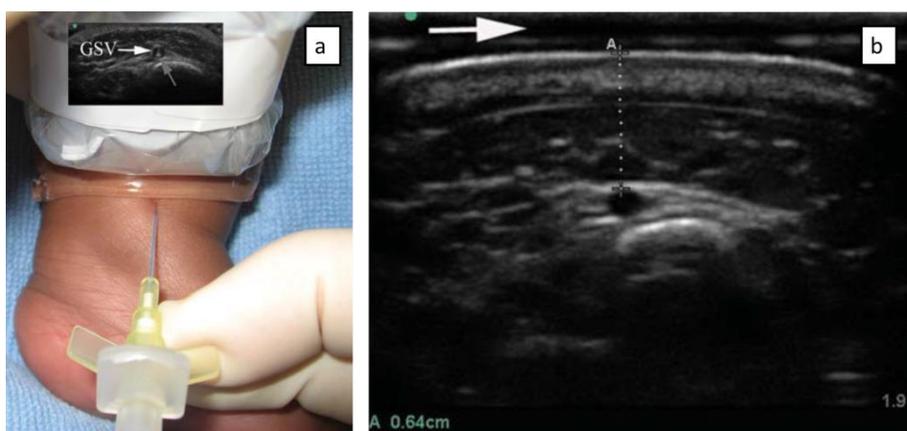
(58): Canalización de la vena safena. Posición del pie para la canalización de la vena safena con un angiocatéter de 24G (a). Visualización de la vena safena en plano transversal. La flecha indica la colocación de un gel semisólido para mejorar la visualización. Extraído de Triffterer L, Marhofer P, Willschke H, Machata AM, Reichel G, Benkoe T, et al. Ultrasound-guided cannulation of the great saphenous vein at the ankle in infants. Br J Anaesth. 2012 Feb;108(2):290–4. (133)
